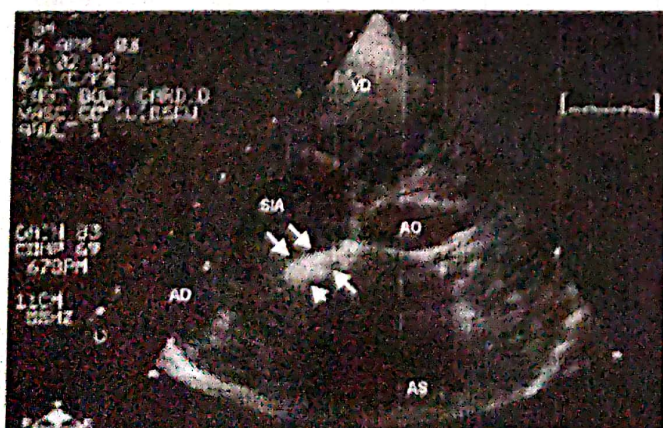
Ecocardiografie bidimensională incidență 4 camere modificată: se observă îngroșarea netă (8,1 mm) în porțiunea bazală a septului interatrial.
